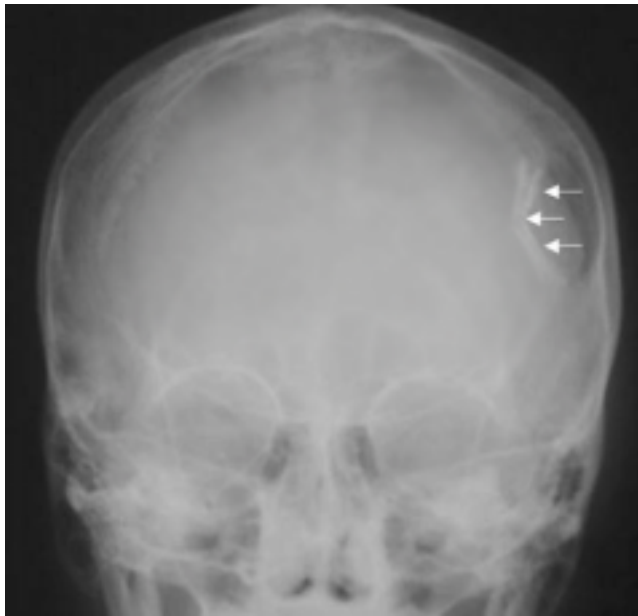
Radiografía simple de cráneo anteroposterior que muestra una fractura-hundimiento parietal izquierda (flechas).
